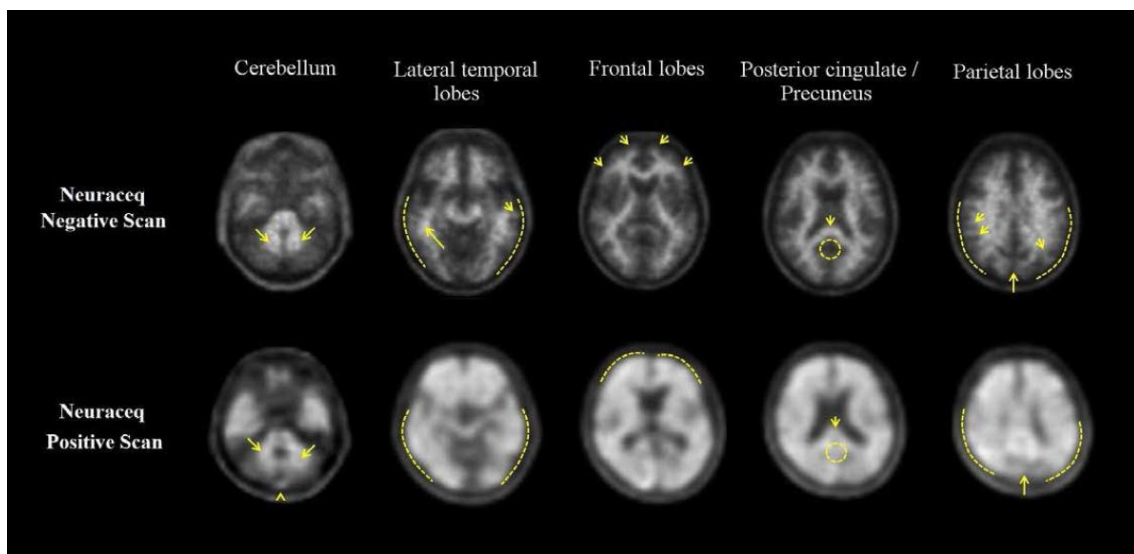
Vista axial de imagens PET negativas (linha superior) e positivas (linha inferior) com Florbetabeno (18F).
